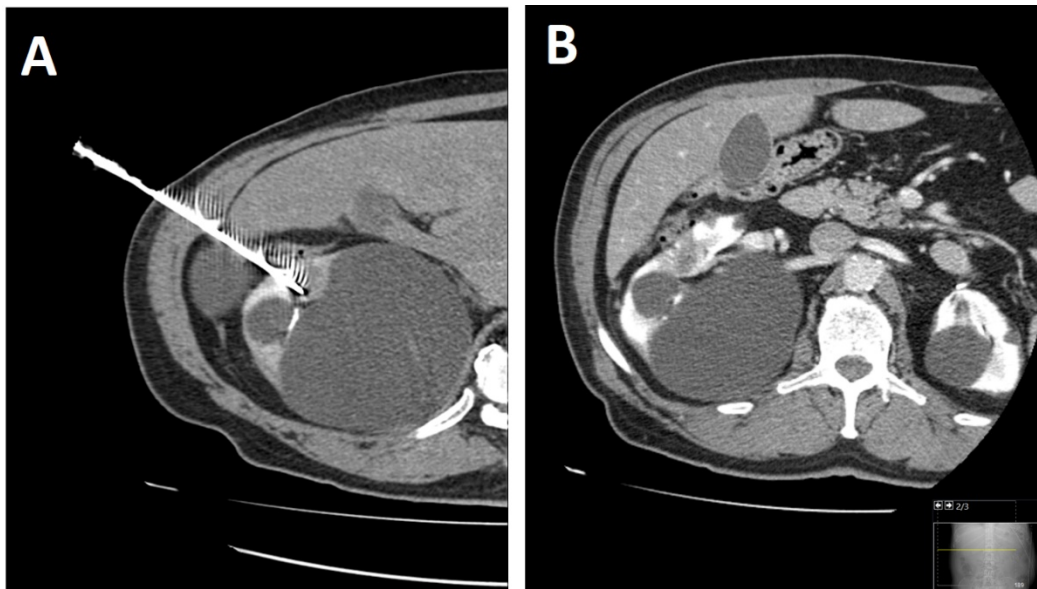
Caso 3 Termoablação por MW - A) TC durante a ablação, em plano axial, observando-se agulha de MW em nódulo de 15 mm no rim direito; B) TC pós termoablação, em plano axial. Local de ablação com pequena quantidade de hemorragia perirrenal e milimétricas bolhas gasosas adjacentes (achados expectáveis após ablação). Sem sinais de complicações *major*.
